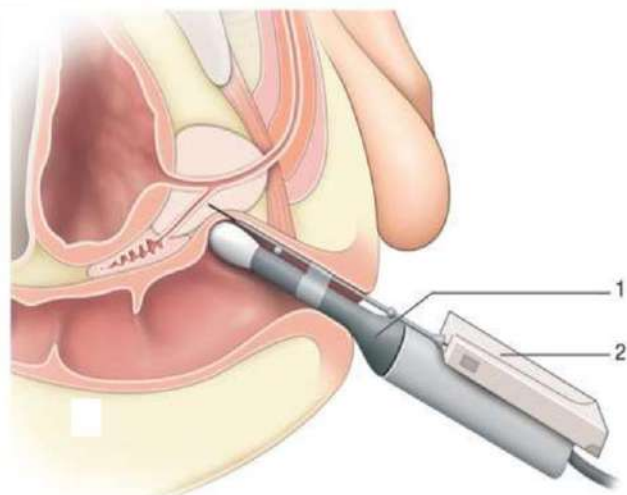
Biopsia prostática ecoguiada por vía transrectal. 1.- transductor de ecografía, 2.- pistola de biopsia. Fuente: Chevreau G. Biopsias prostáticas: indicaciones y técnicas. EMC - Urología 2017;49(2):1-12 [Artículo E - 41-265]
